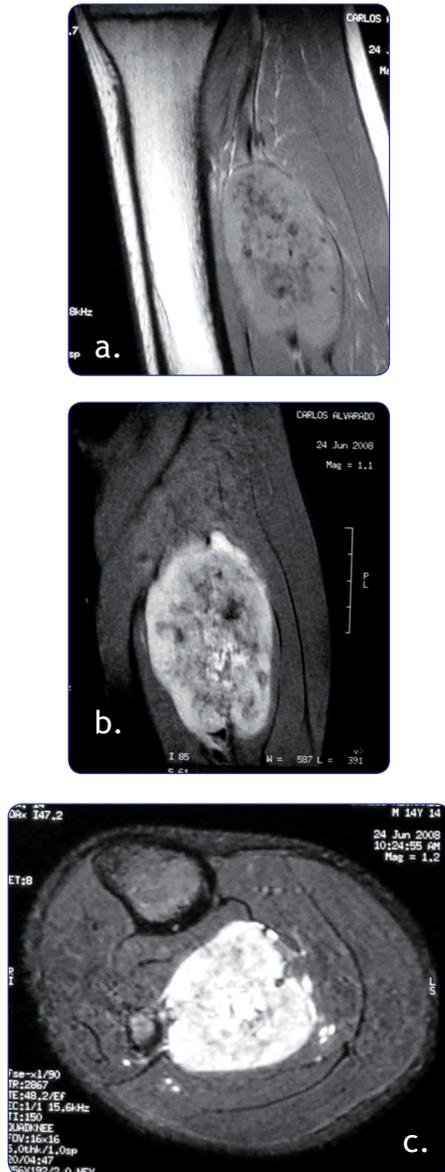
Resonancia magnética de la pierna derecha. a) Secuencia T1: lesión hipointensa con zonas menos intensas correspondientes a calcificaciones intralesionales. b) y c) Secuencia T2: lesión hiperintensa con zonas hipointensas por calcificación intratumoral.
